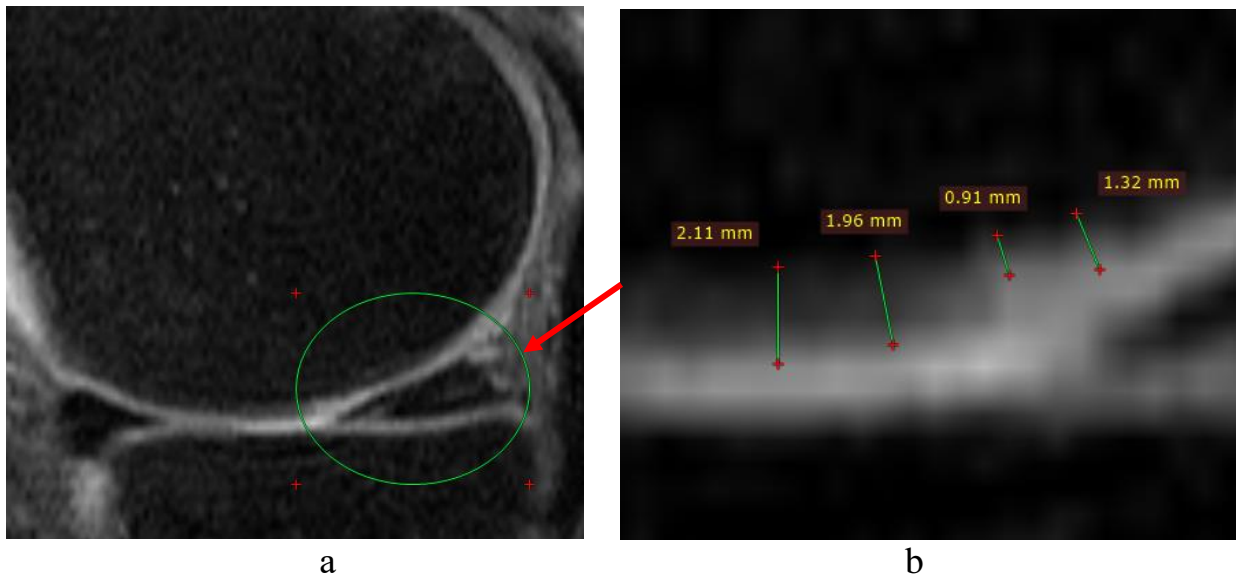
Данные первичной МРТ у пациента Р: а – общая картина; б – измерение толщины хряща и ширины очага хондропатии
